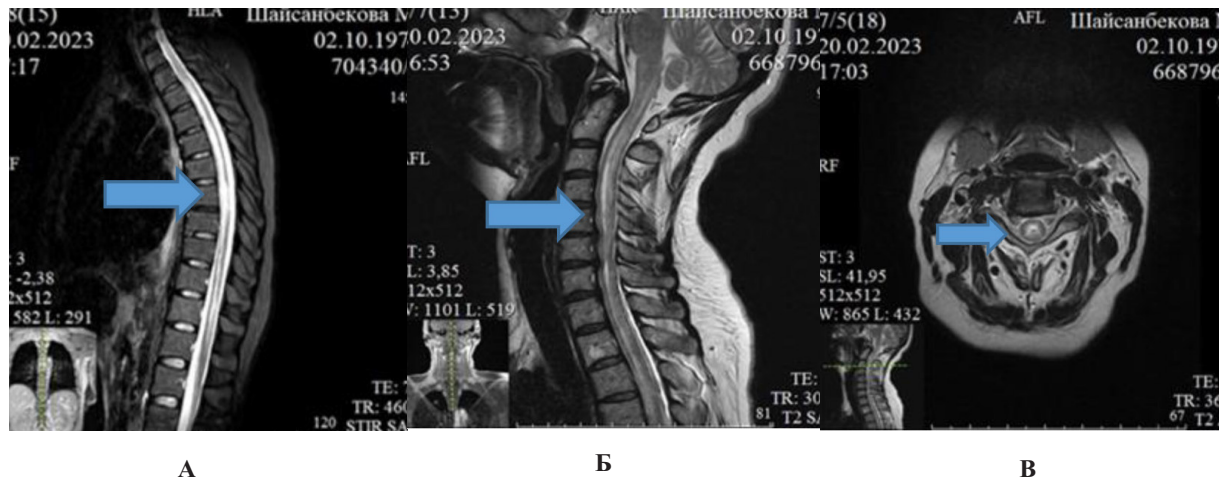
МРТ шейного и грудного отделов спинного мозга.
